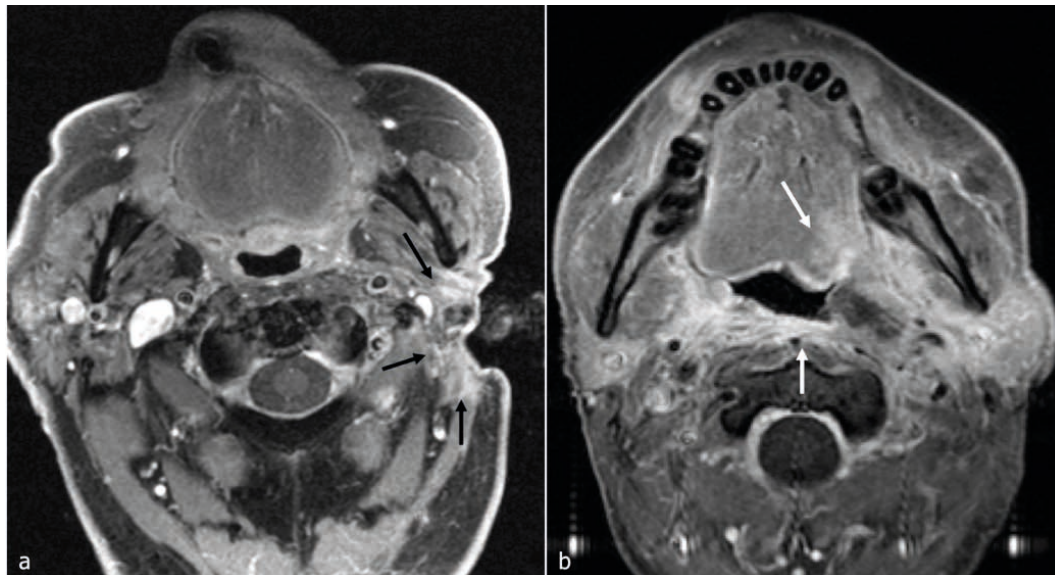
Immagini RM T1 TSE FS assiali dopo la somministrazione di mdc ev: (a) Paziente con storia di carcinoma squamocellulare periauricolare sinistro trattato con resezione chirurgica e radioterapia adiuvante; nel follow-up area di enhancement a livello dei margini di resezione (frecche nere): non è possibile definire con certezza se si tratti di una recidiva tumorale o di fenomeni riparativi/cicatrizziali. (b) Paziente con esteso tumore necrotico dell'orofaringe a sinistra: è difficile definire con certezza i margini tumorali a livello della base della lingua e dei tessuti prevetebrali (frecche bianche), non distinguibili dai fenomeni infiammatori peritumorali.
